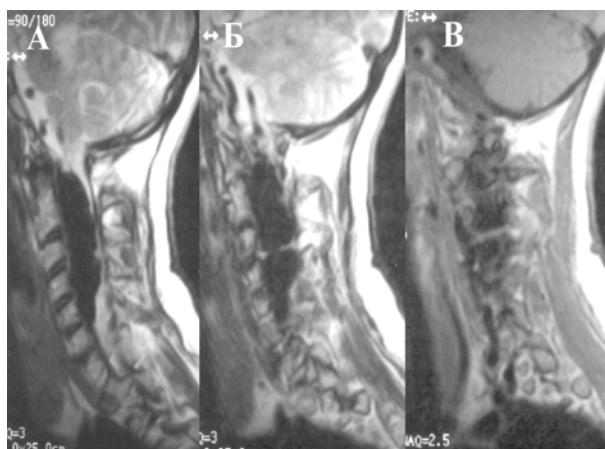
Вертеброюгуллярна сполучка на рівні C_{III} справа. А, Б, В – сагітальні МРТ зрізи в T_2 режимі. А, Б – інтраканалльно розташований величезний венозний мішок; В – паравертебральні дренуючі вени
